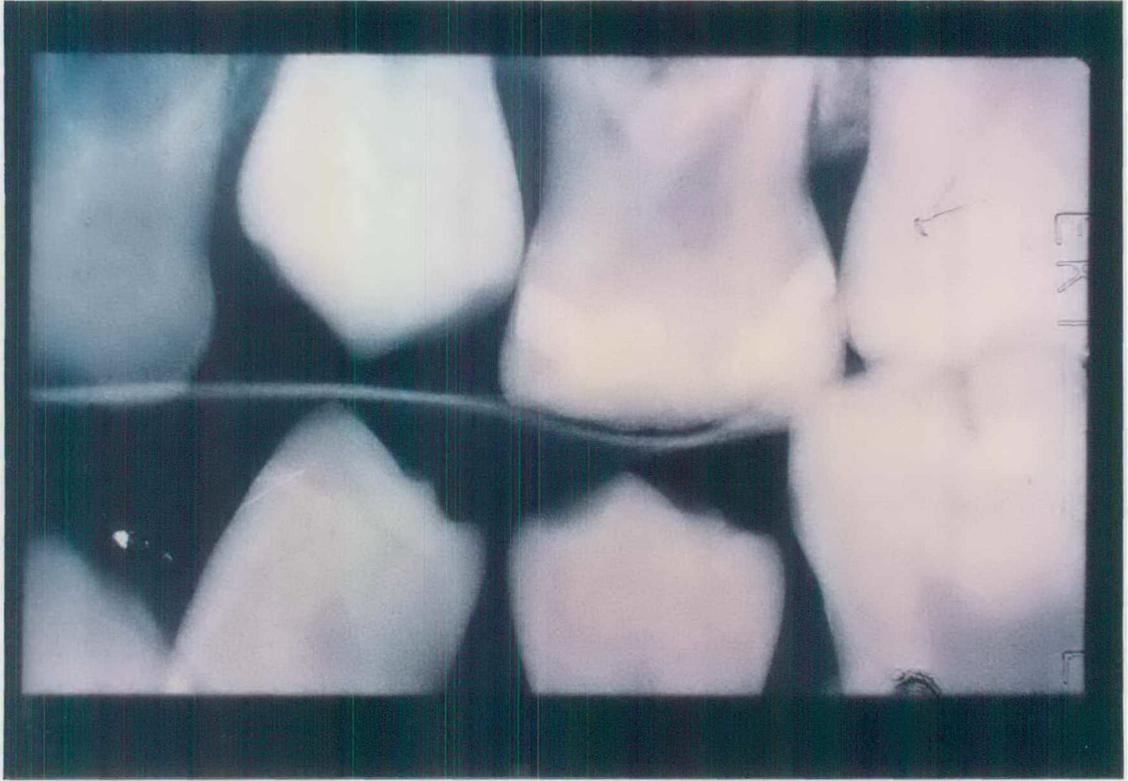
Radiografia de controle aos 12 meses das restaurações D-65 (figura 5) e M-65 (figura 6).
